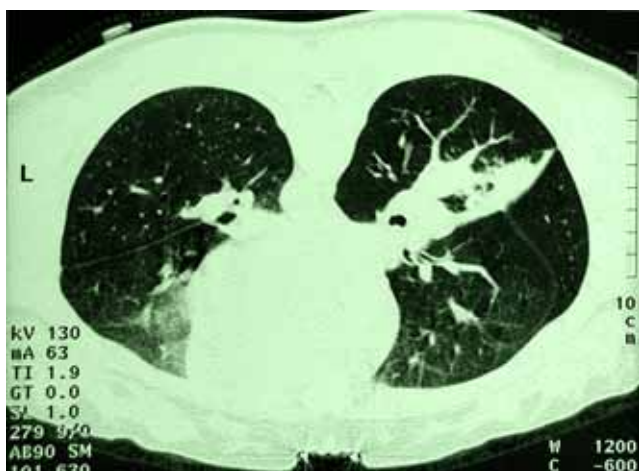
Больная Б., 15 лет. КТ в положении на животе. Выявлена полость в С6 правого легкого с неравномерно утолщенными стенками на фоне инфильтративных изменений окружающей легочной ткани с содержимым округлой формы и однородной структуры с четкими контурами. При перемене положения тела отмечено перемещение содержимого внутри полости (симптом "погремушки")
